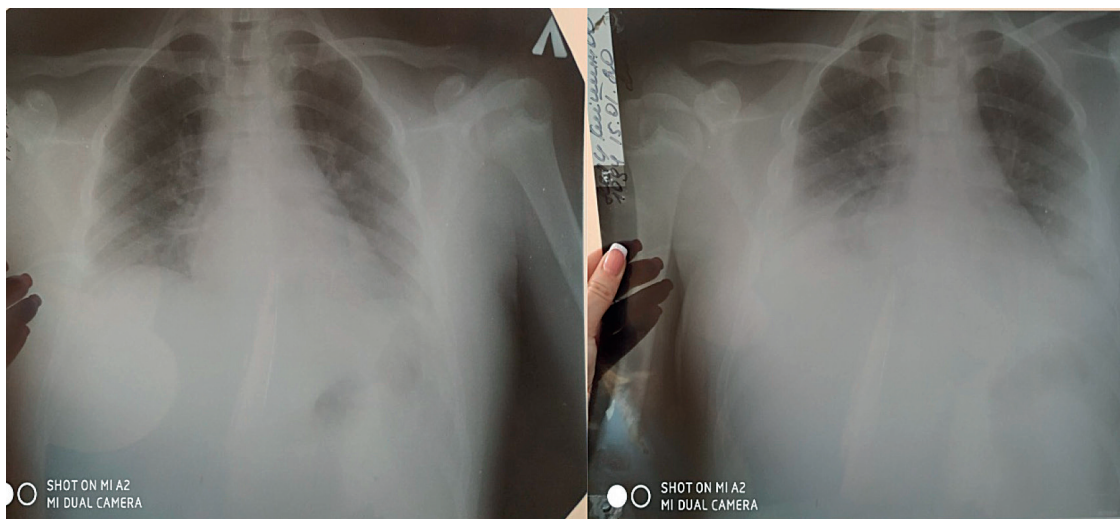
Chest X-ray at the start of treatment.
